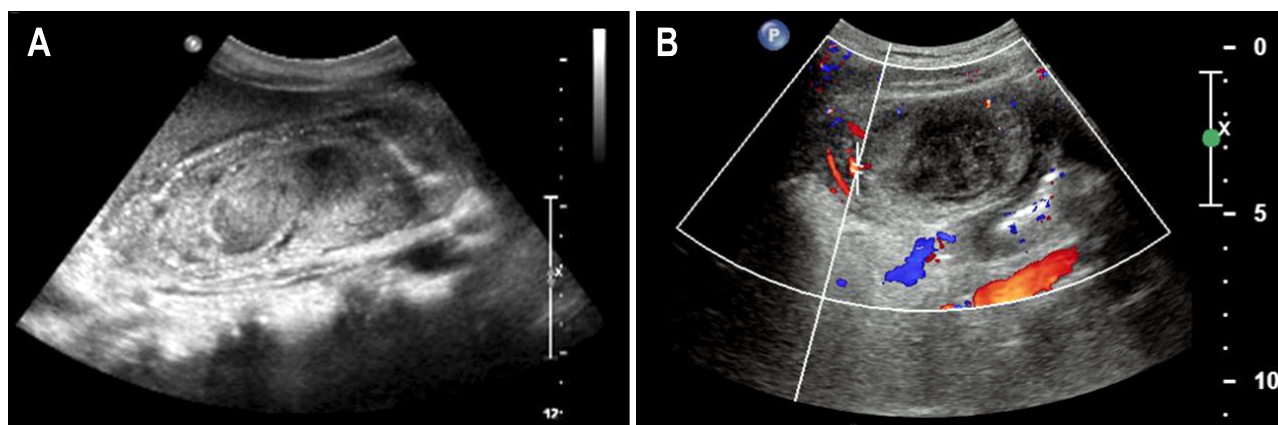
Abdominal sonographic findings: (A) Large mixed echogenic, layering and nonshadowing materials were noted in distended gall-bladder (GB). (B) Internal blood flow of GB mass was not detected in real-time doppler sonography.
